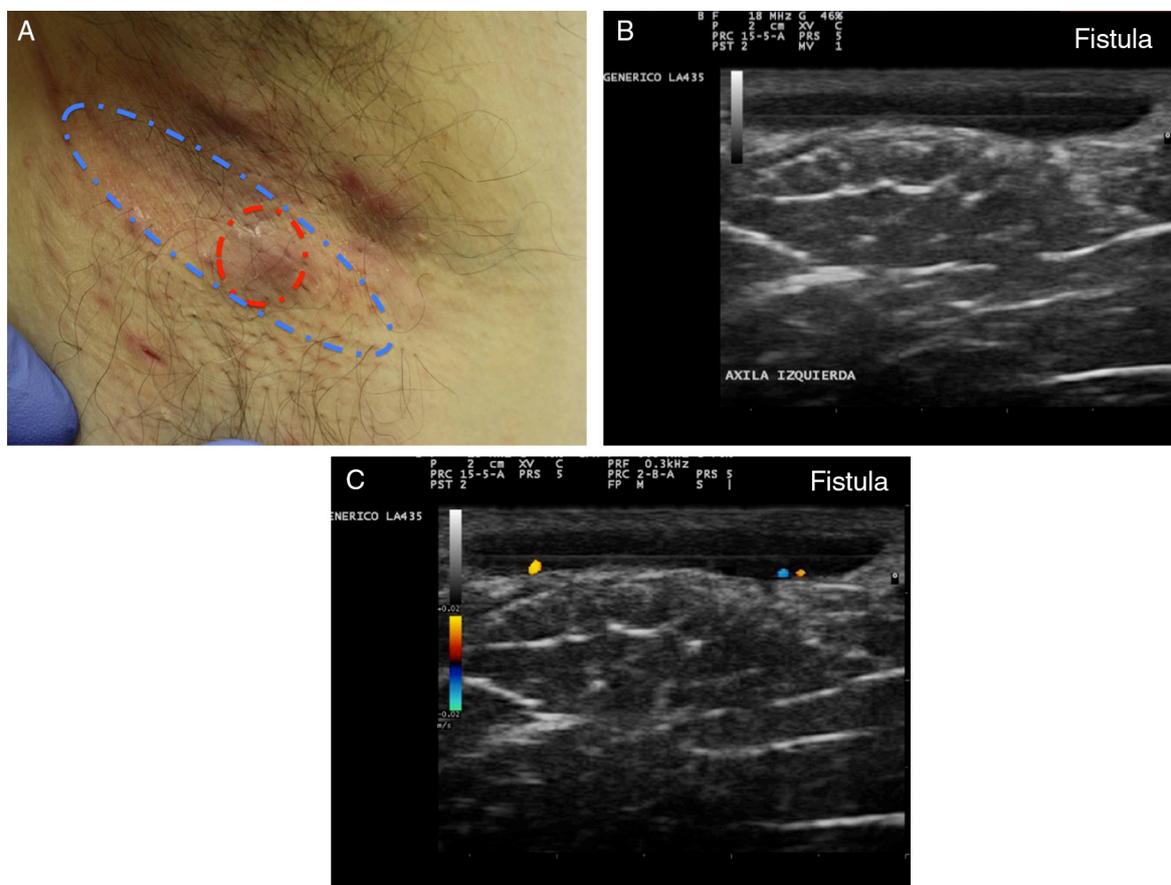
Hidradenitis supurativa. A. Lesión alargada eritematosa que ocupa la axila derecha. En rojo, el área clínicamente afecta. En azul, el área ecográficamente afecta. B. Imagen ecográfica que muestra la existencia de un trayecto fistuloso subyacente. C. La función doppler muestra una actividad inflamatoria leve.
